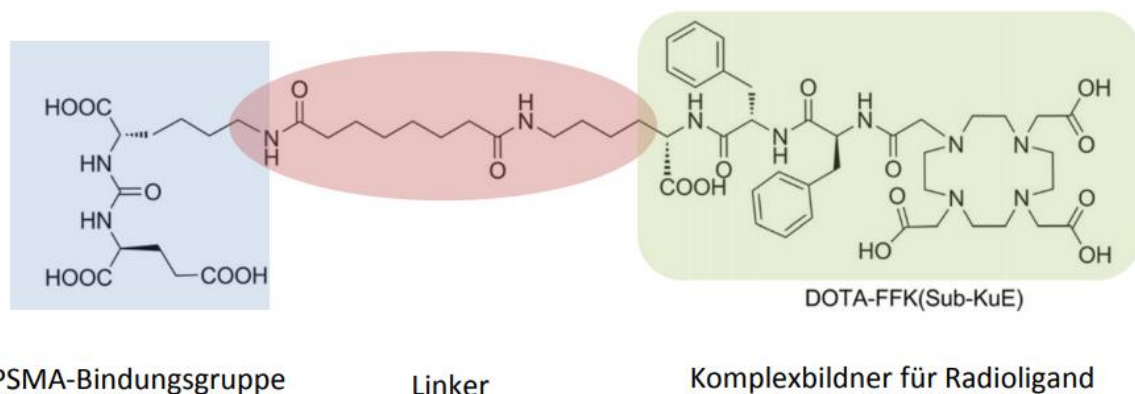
PSMA-Targeting-Gerüst (Baranski et al. 2017).
